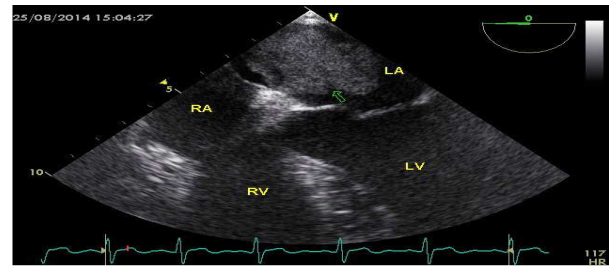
The transesophageal echocardiography showing a mass originated from interatrial septum almost filling the left atrial cavity. LA: left atrium, RA: right atrium, LV: left ventricle, RV: right ventricle
